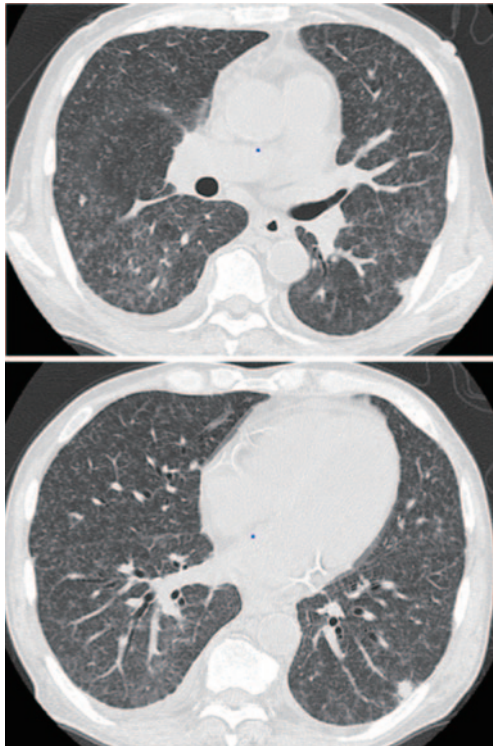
胸部CT所見。びまん性の微細粟粒影と、胸膜直下に小結節影を認める。
